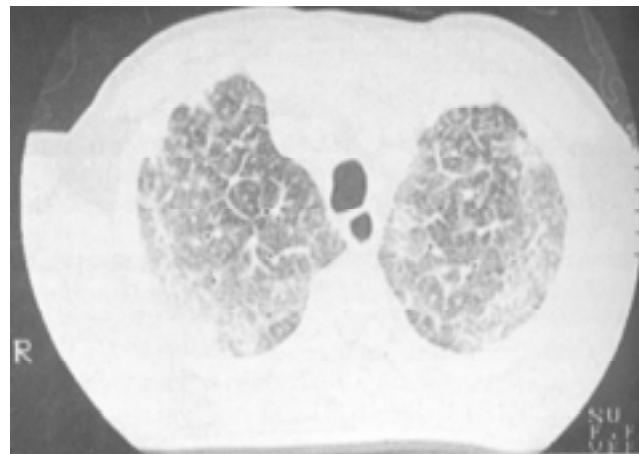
Corte de TAC con ventana para pulmón en la cual vemos un patrón intersticial de forma poliédrica bilateral, así como derrame pleural bilateral.
